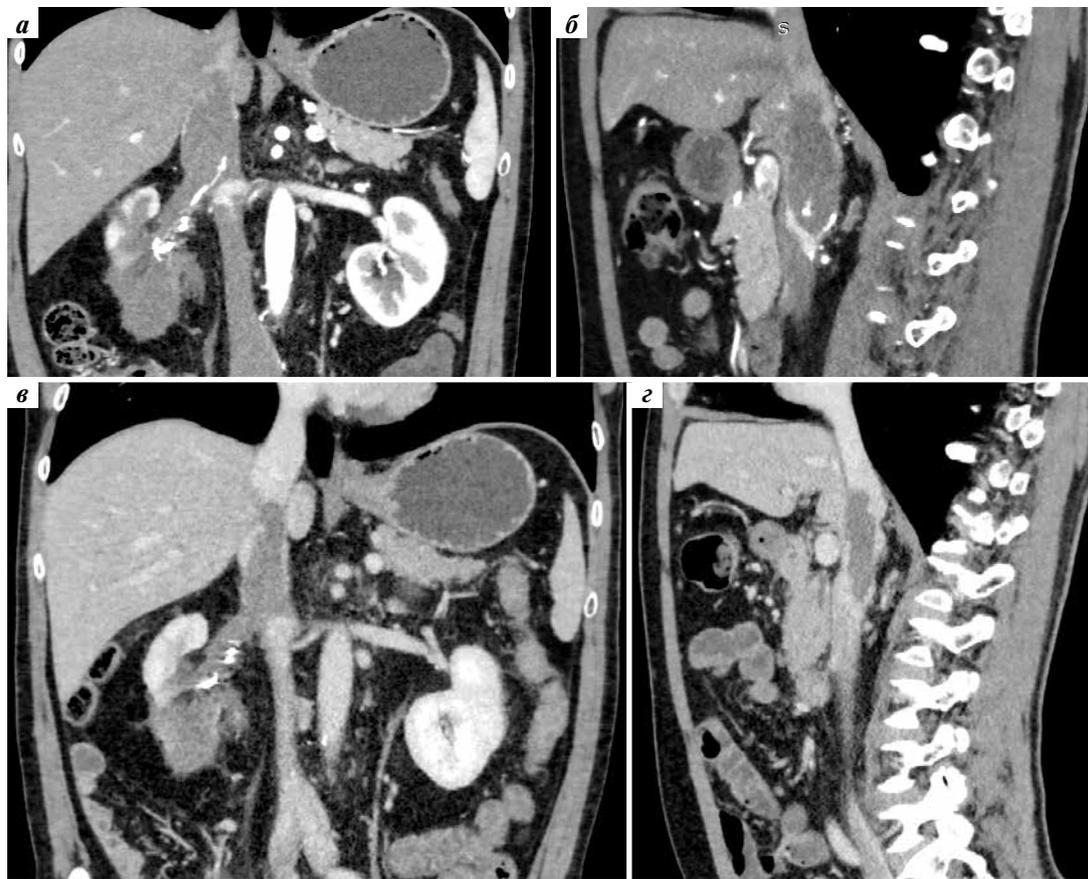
Компьютерная томография (от августа 2023 г.): значительное уменьшение размера опухоли почки и тромба (а, б); компьютерная томография (от ноября 2023 г.): продолжающийся частичный регресс опухолевого процесса (в, г)
